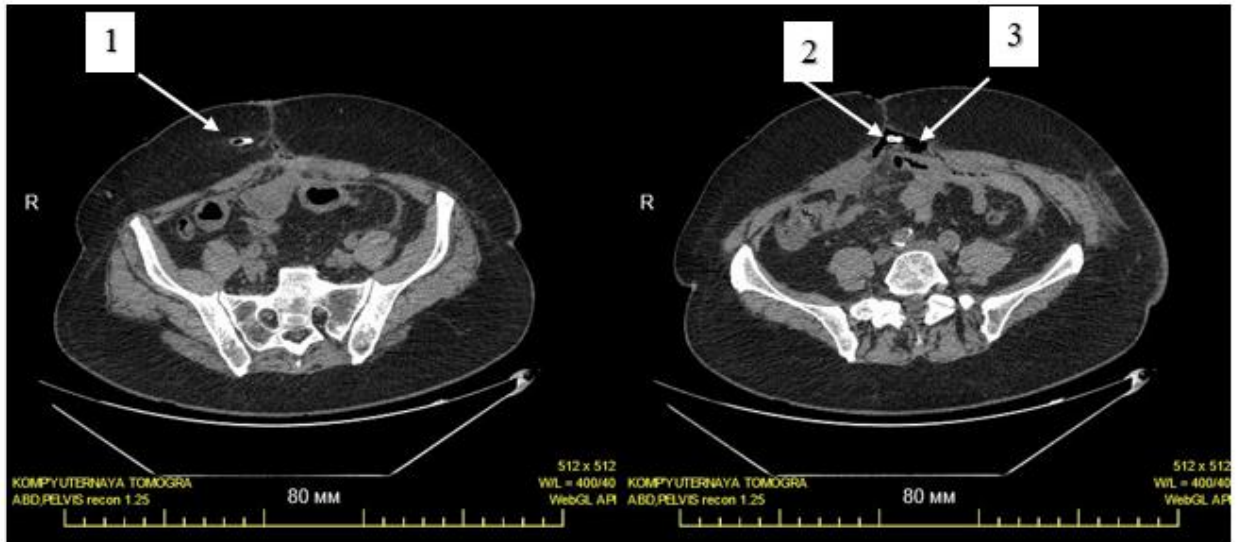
Сканограммы компьютерной томографии:
